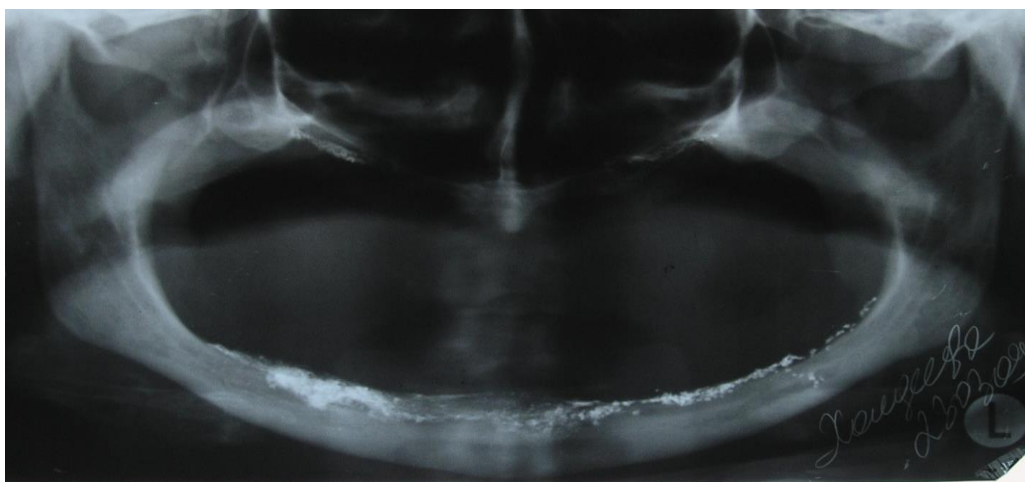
Ортопантомограмма пациентки спустя 3 года после последнего наблюдения
